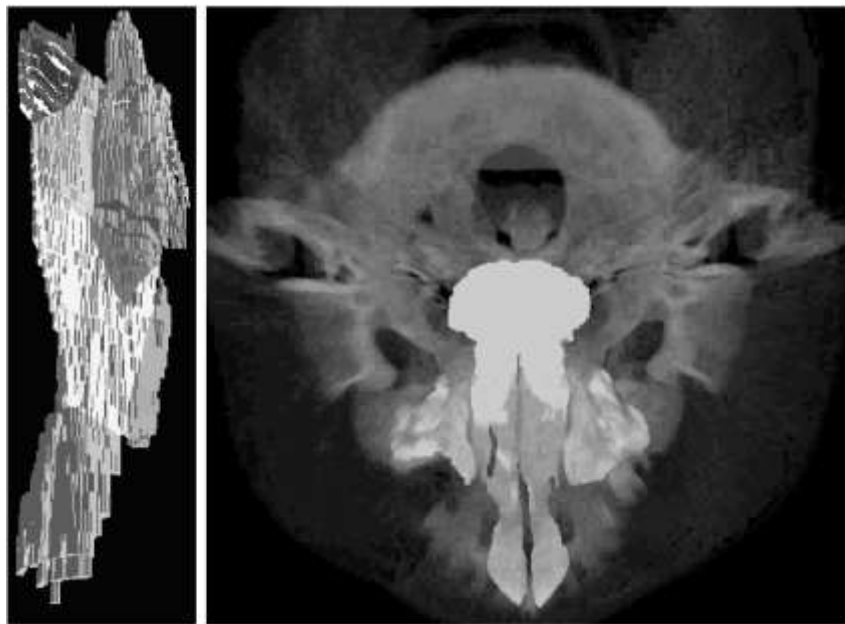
Ілюстрація воксельної візуалізації СКТ-даних: а – просторове відображення голови в проекції, близькою до сагітальної; б – віртуальний частковий розріз головного мозку на рівні третього шлуночка
